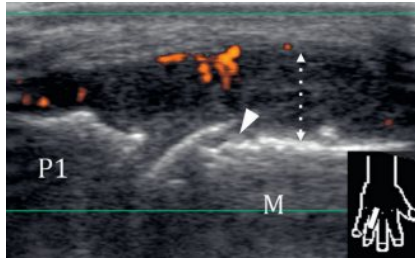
Diagnostic précoce d'un rhumatisme inflammatoire à radiographie normale.
